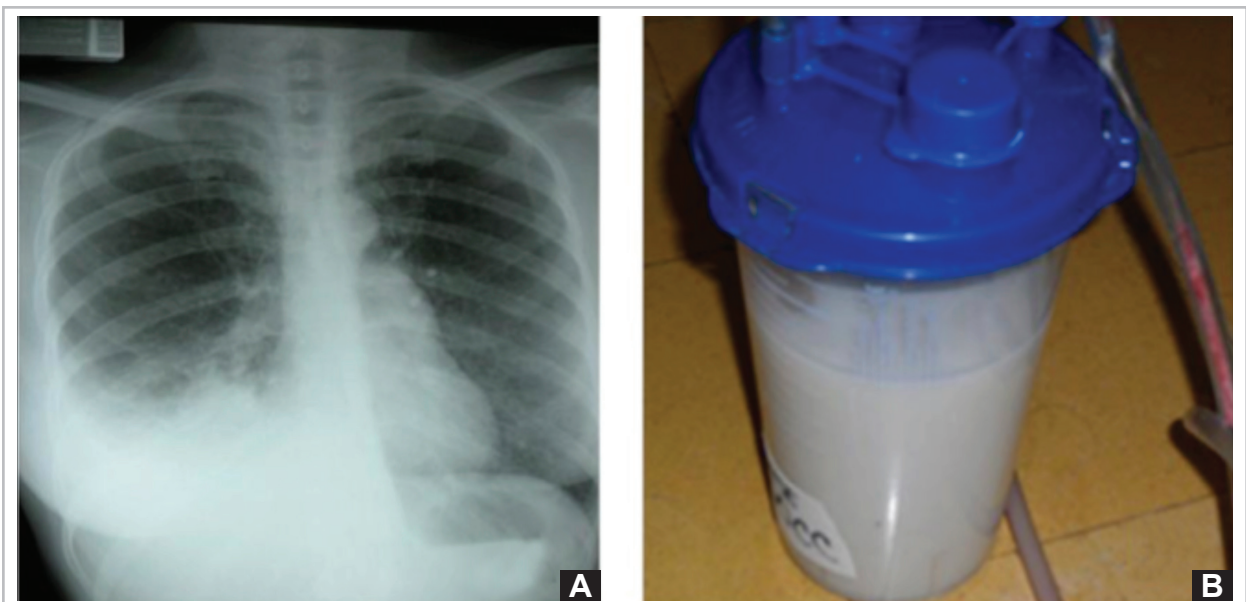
(A) radiografía de tórax evidencia derrame pleural. (B) quilotórax.
